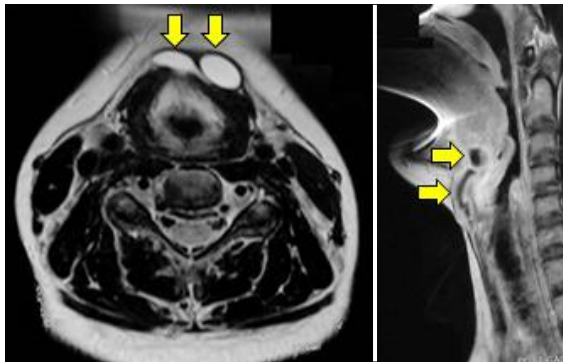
IRM montrant une récidive de multiples kystes
